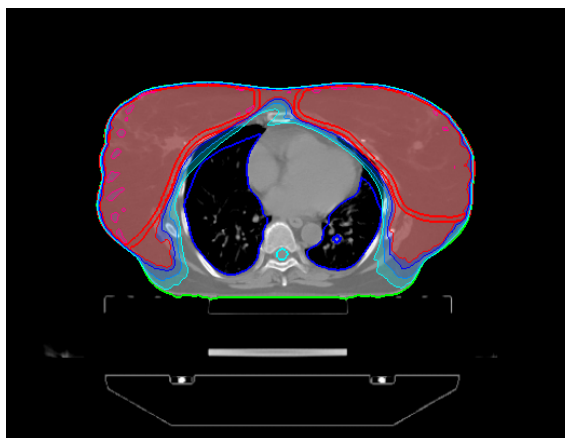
Przykładowy rozkład dawki na przekroju poprzecznym dla techniki 3DCRT przygotowany na przekrojach tomograficznych a) na głębokim wstrzymanym wdechu, b) na swobodnym oddechu. Źródło: materiały własne.
